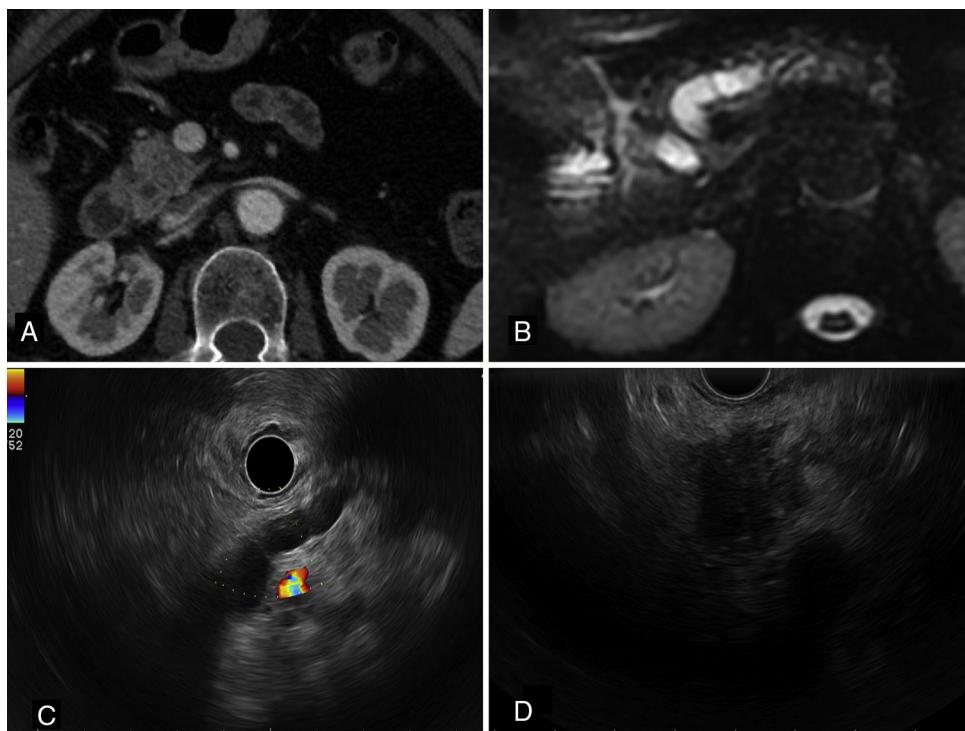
A) TAC donde se detecta mínima heterogeneidad en la densidad de la cabeza del páncreas. B) Colangio-resonancia con presencia de dilatación de la vía biliar y pancreática. C) Imagen con ecoendoscopio radial desde el cuerpo gástrico donde se observa dilatación y cierto arrosariamiento del conducto de Wirsung en el cuerpo y la cola del páncreas. D) Imagen con ecoendoscopio lineal desde el bulbo duodenal con presencia de nódulo hipoecogénico heterogéneo con bordes mal definidos de unos 2 cm en la cabeza pancreática, sin infiltración de la vena porta.
